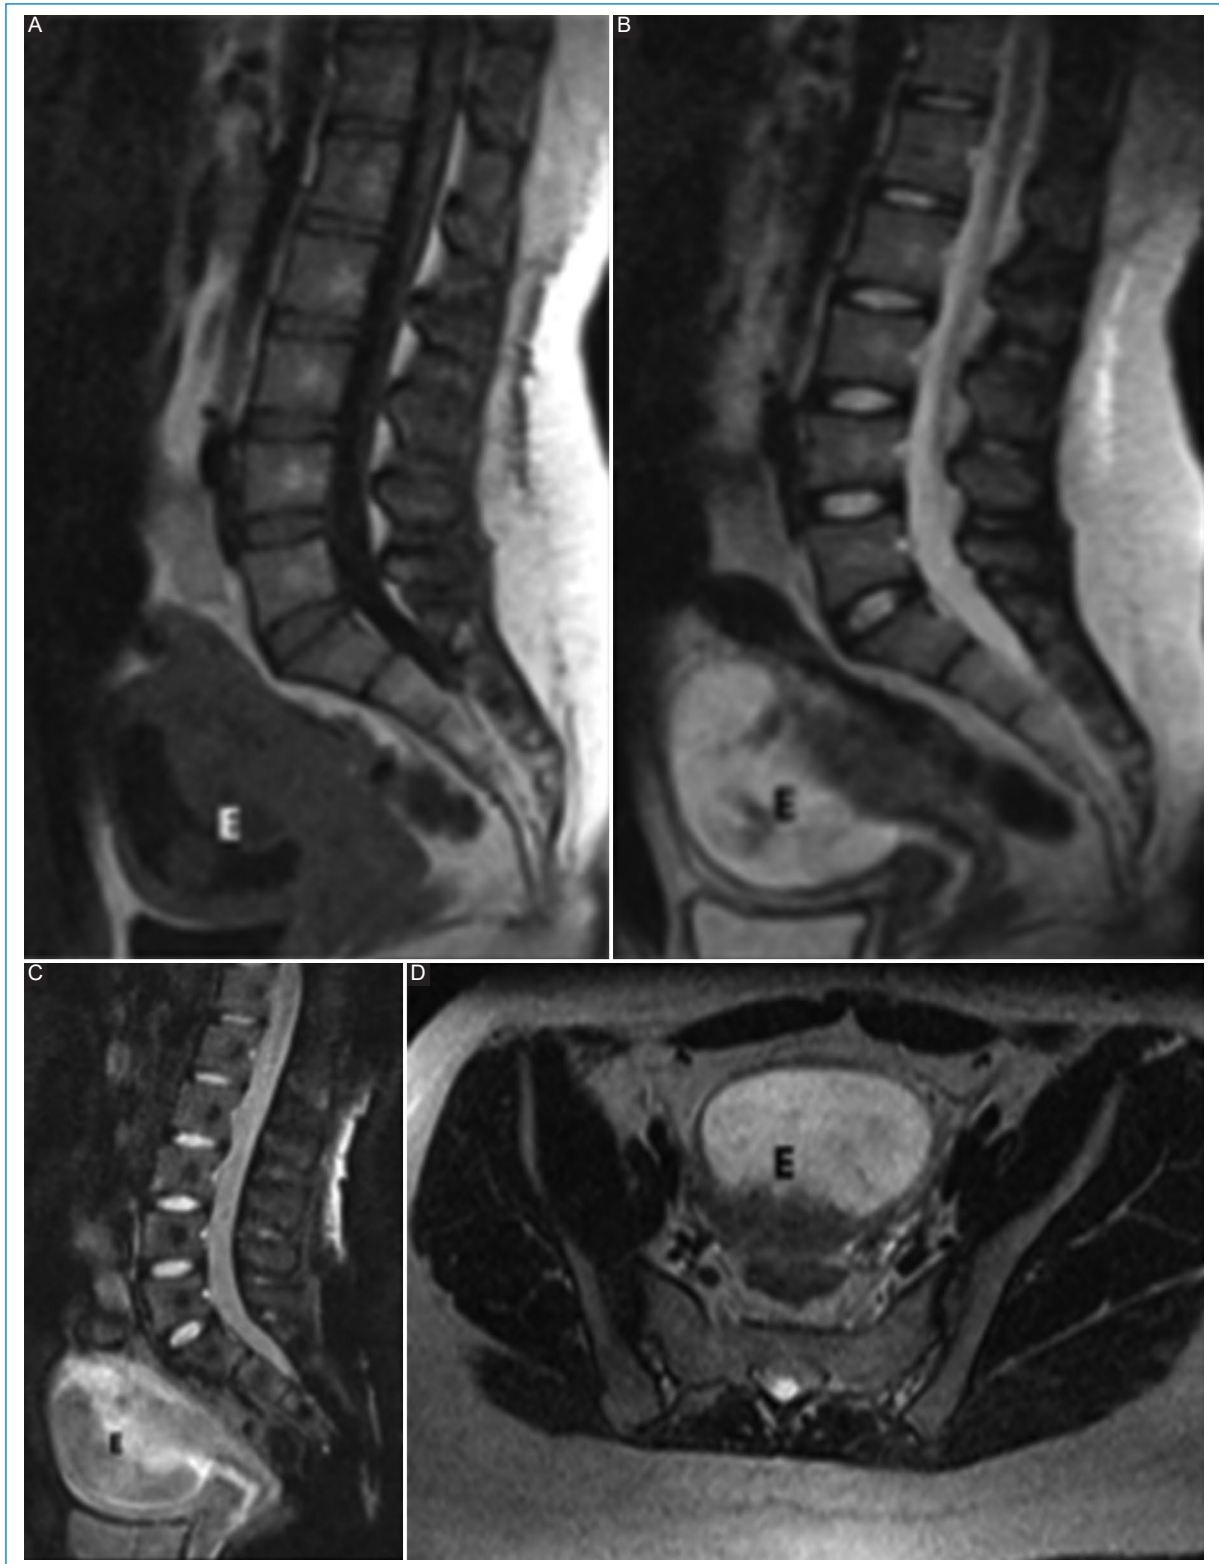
RM de columna lumbar. (A) Secuencia T1 plano sagital, (B) secuencia T2 plano sagital, (C) secuencia STIR plano sagital y (D) secuencia T2 plano axial. Paciente de sexo femenino de 31 años, que consulta por lumbalgia de un mes de evolución. Se realiza RM de columna lumbar donde se aprecia embarazo (E), situación que desconocía por completo.
